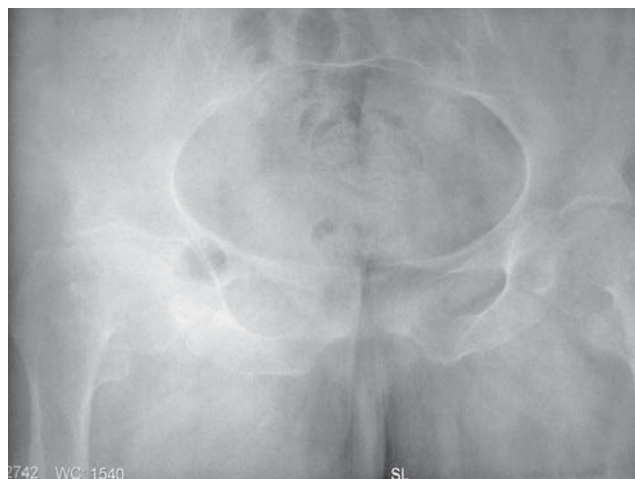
Pelvic radiograph
